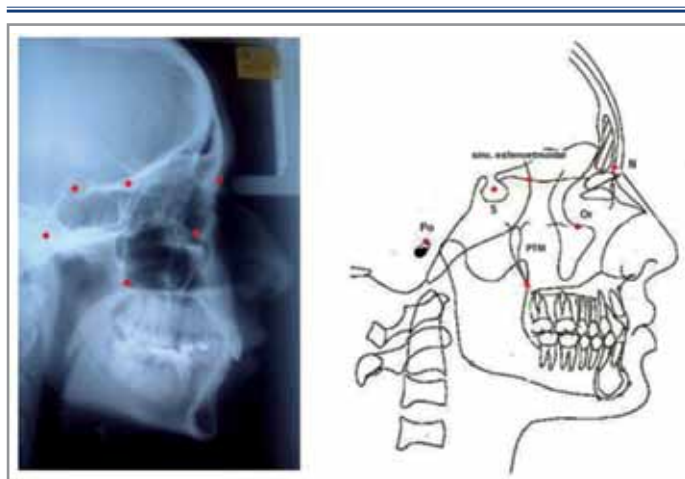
Puntos cefalométricos localizados en la telerradiografía.
